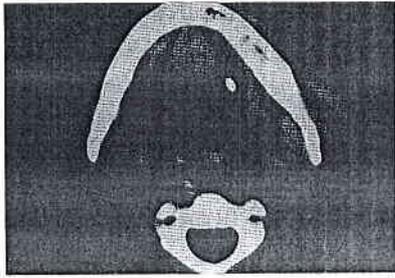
Рентген-компьютерные томограммы при локализации конкремента в дистальной части внежелезистого отдела выводного протока поднижнечелюстной железы
